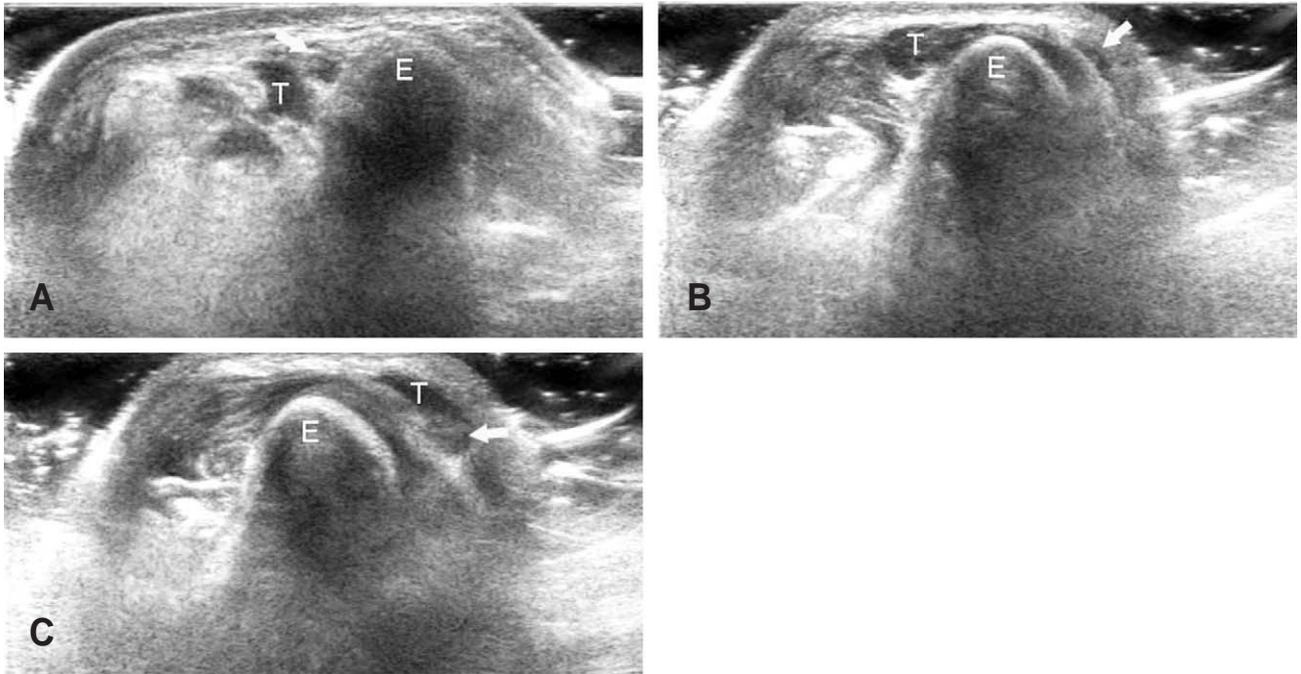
Transverse sonograms of the patient (A) In full extension of the elbow, ulnar nerve and medial head of triceps is located posterior to the medial epicondyle. (B) With elbow flexion by 100 degree, ulnar nerve is dislocated anteriorly over the medial epicondyle, but medial head of triceps remains posterior to the medial epicondyle. (C) With elbow flexion by 140 degree, medial head of triceps is also dislocated anteriorly over the medial epicondyle (Arrow: ulnar nerve, T: medial head of triceps, E: medial epicondyle).
